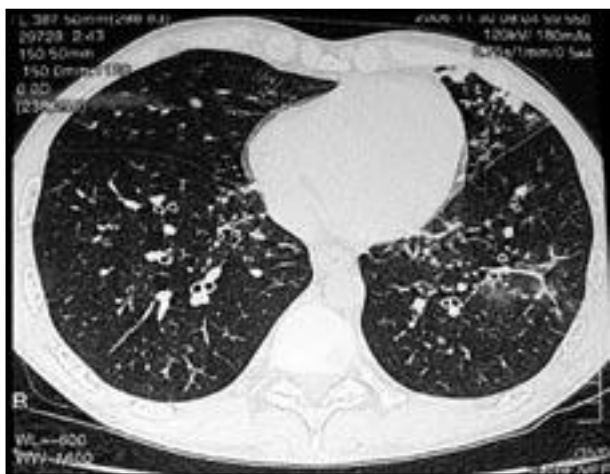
TAC-TAR de reevaluación 13 días después. Se observa empeoramiento de las lesiones.
